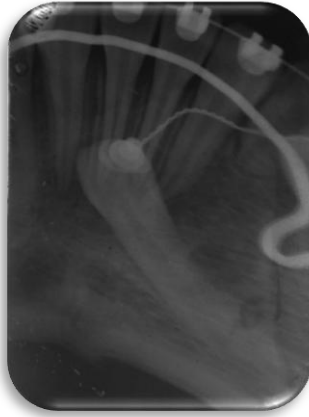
Radiografía de canino con botón y ligadura para traccionar. Se encuentra de manera oblicua a las raíces de los incisivos.
